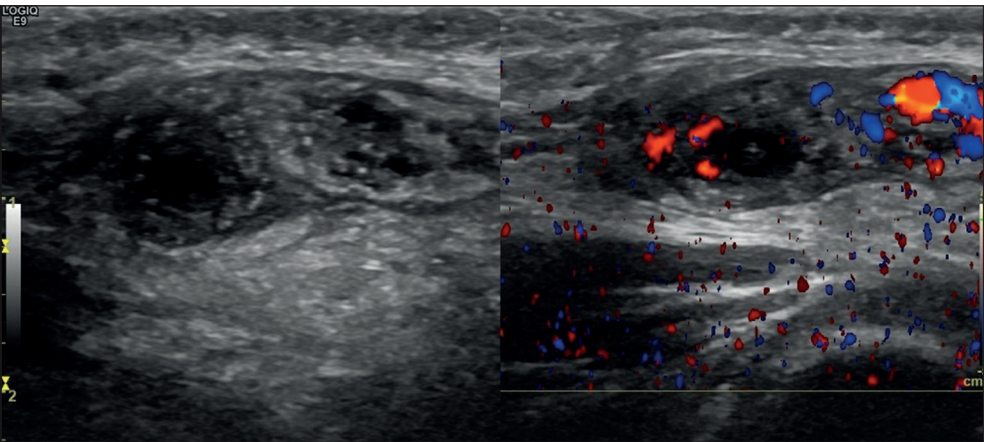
Ecografía Doppler testicular. Trombosis de una vena principal del plexo pampiniforme derecho en su trayecto a través del canal inguinal, con distensión por material ecogénico no compresible endoluminal y ausencia de señal al estudio Doppler. Determina dilatación retrógrada de las venas a nivel testicular. Esto se acompaña de cambios de tipo inflamatorio - edematosos del cordón inguinal derecho, con aumento de ecogenicidad al estudio Doppler.
